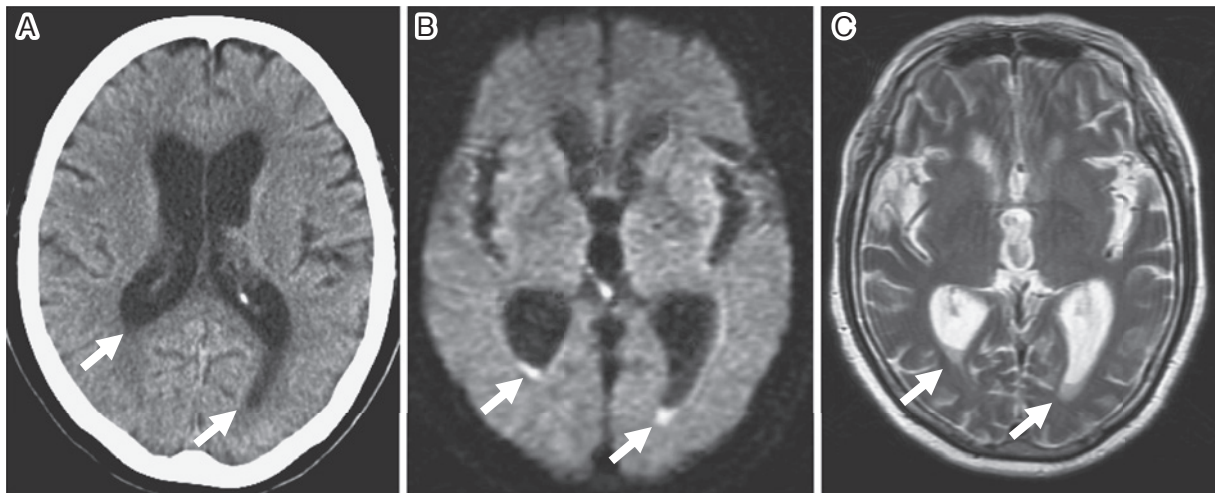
Brain CT and MRI two days after admission. (A) The brain CT shows abnormally high density in the posterior horn of the bilateral ventricles (arrows). (B) Diffusion weighted MRI shows abnormally high signal intensity (arrows) and low signal intensity in the T₂ weighted image (C) (arrows).
